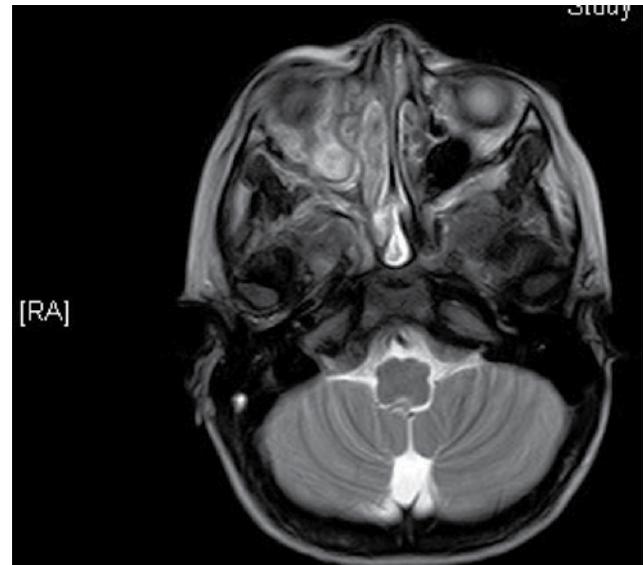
RMN craneal con contraste con gadolinio donde se identifica edema palpebral y proptosis derecha en relación con sinusopatía inflamatoria derecha, que asocia defecto óseo en la lámina papirácea derecha, con formación de absceso subperióstico, que desplaza medialmente al músculo recto interno.
